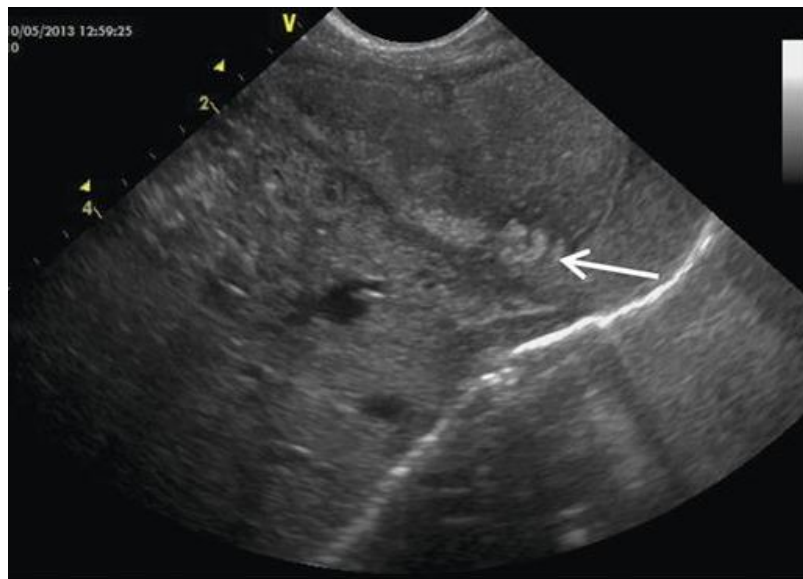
Échographie abdominale montrant un piégeage de l'air gastrique échogène dans une masse intra-gastrique (flèche(147)).
